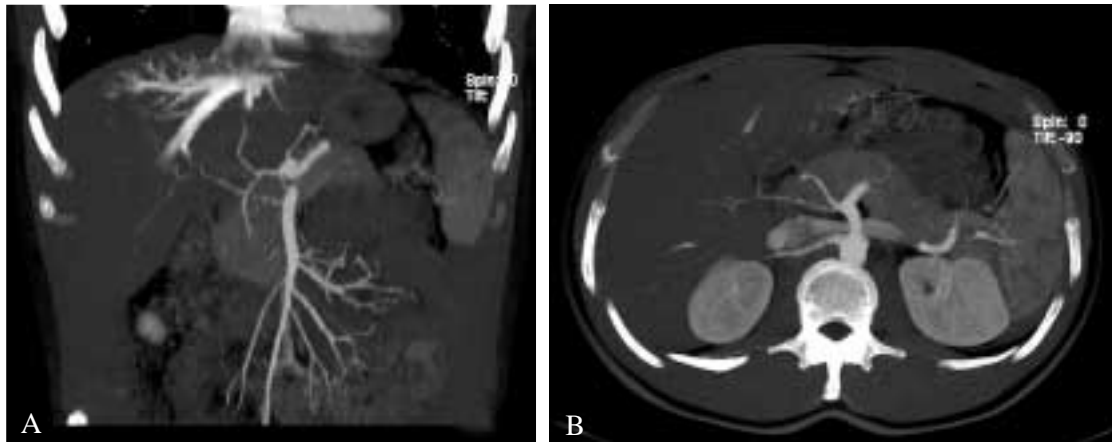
Ricostruzioni MIP coronali e assiali basate su scansioni TC ottenute in fase arteriosa dell'addome di potenziale donatore di 30 anni. Si osserva arteria epatica destra ad origine dall'arteria mesenterica superiore (freccia lunga) con arteria diretta al IV segmento (freccia corta).
